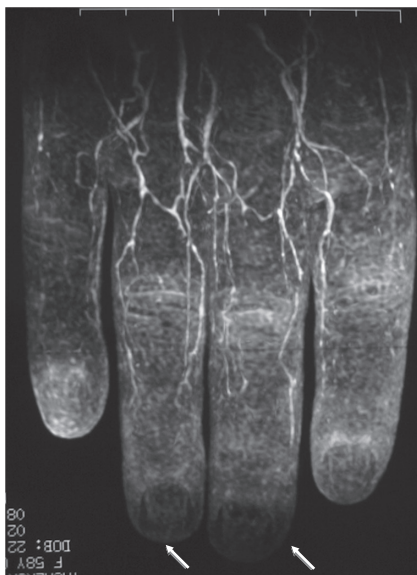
Angio-IRM, coupe coronale MIP tardive d'une main de sclérodémie. Persistance de l'opacification artérielle avec aspect grêle et interruption proximale des artères digitales propres. Déficit du retour veineux et hypoperfusion des extrémités des 3^e et 4^e doigts (flèches).
